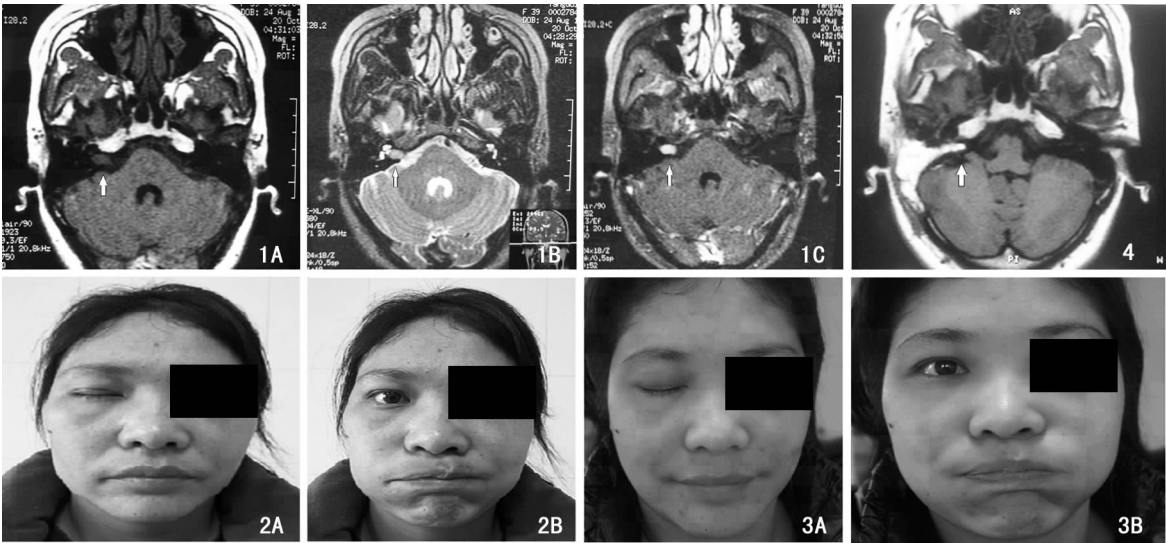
患者术前MRI平扫+增强扫描 A:内听道内肿块T1WI扫描;B:内听道内肿块T2WI扫描;C:内听道内肿块增强扫描后明显强化 图2 术后半个月复查时面神经功能分级为Ⅱ级(H-B分级) A:闭眼;B:睁眼与鼓腮 图3 术后2个月复查时面神经功能分级为Ⅰ级(H-B分级) A:闭眼;B:睁眼与鼓腮 图4 患者术后2个月复查MRI
